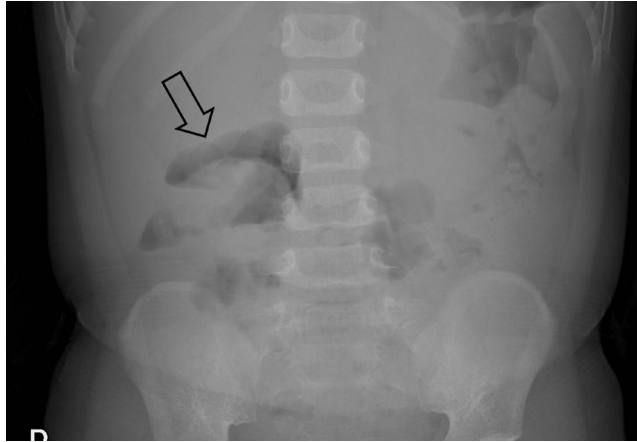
Radiografía de abdomen en bipedestación de un niño de 22 meses con antecedentes de dolor abdominal cíclico de 6 horas de duración que muestra una masa de tejido blando (flecha) dentro del colon transverso debido a la cabeza de la intususcepción. No hay signos de neumoperitoneo ni de obstrucción del intestino delgado.
